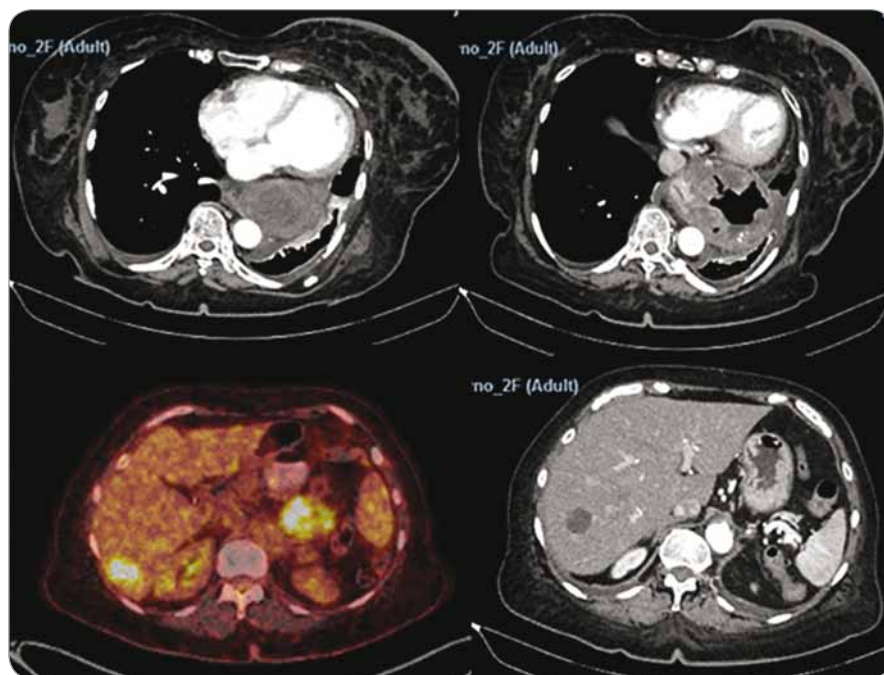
Positron emission tomography scan showing stomach gastrointestinal stromal tumor and liver metastases.
